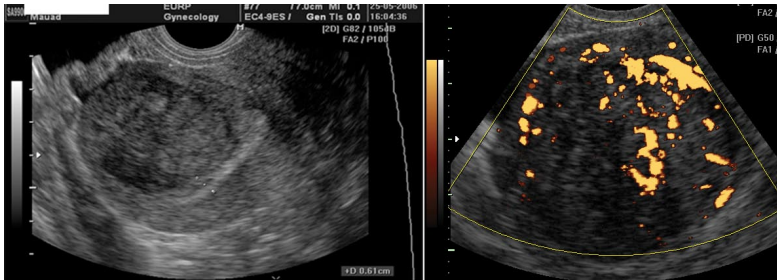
Nodulación hipoeoico heterogéneo en el fondo y pared anterior del útero que puede corresponder a miomas uterinos, demostrando patrón vascular al Doppler de amplitud. El diagnóstico histopatológico fue de leiomiosarcoma.
